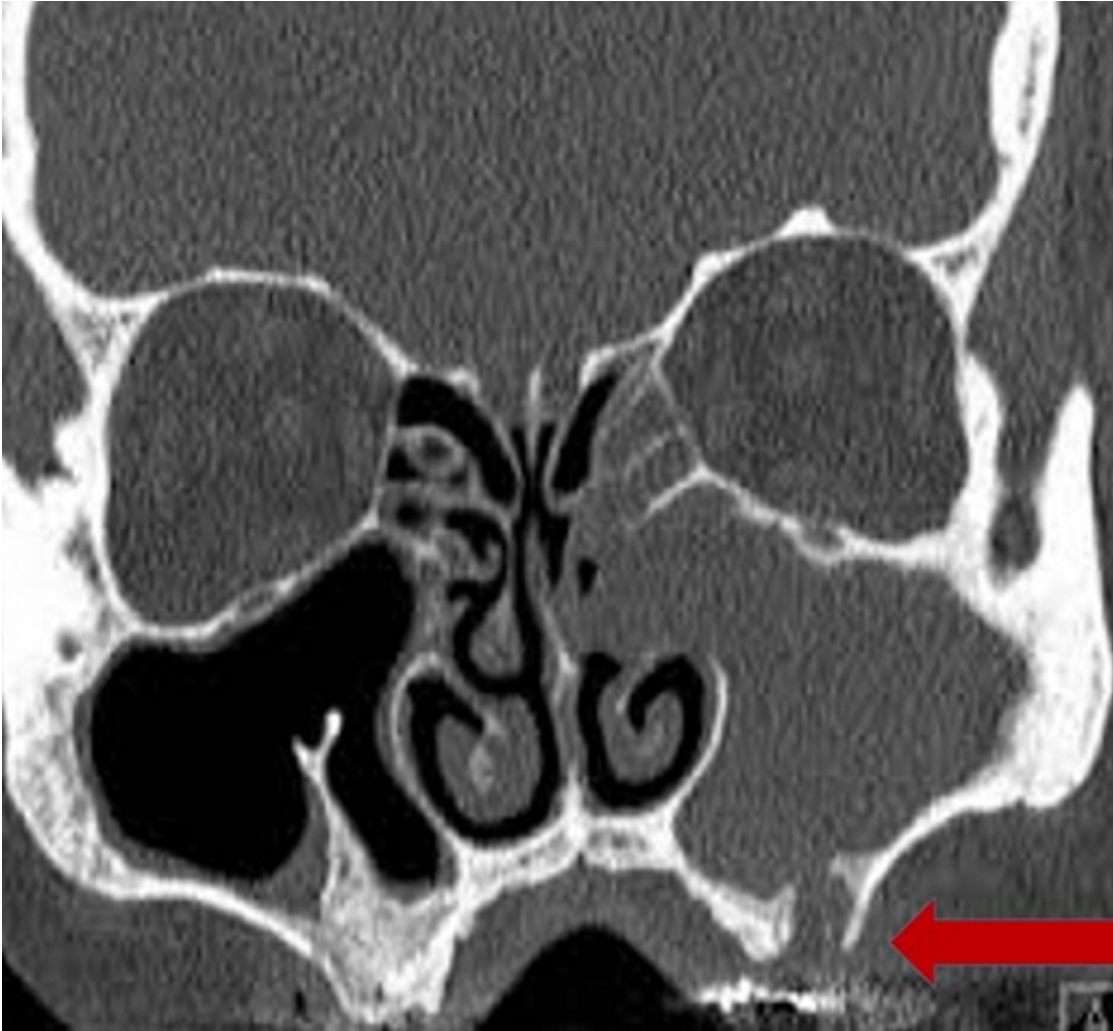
TDM en coupe coronale d'un PI ethmoïdo-maxillaire gauche: lyse de la paroi inférieure du sinus maxillaire (flèche rouge)
